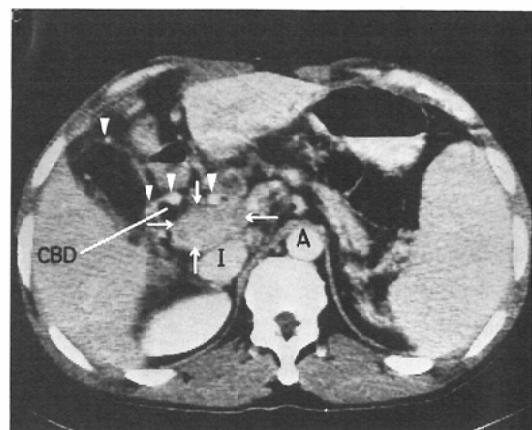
Postcontrast CT scan shows an oval soft tissue mass anterior to the inferior vena cava (I) representing thrombosed main portal vein (arrows). Numerous collateral vessels are seen including surrounding the common bile duct (CBD) and gallbladder wall (arrowheads). (A=aorta).
